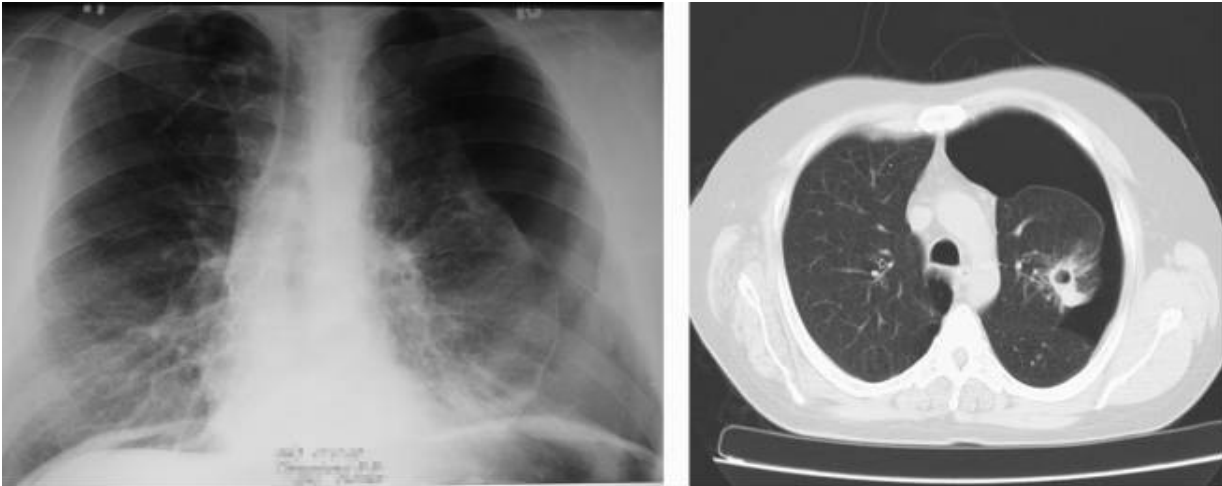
Порівняння рентгенографії та СКТ в умовах ШП, виконані в той же самий день одному і тому ж хворому: чітко порожнина розпаду видно тільки на СКТ.
